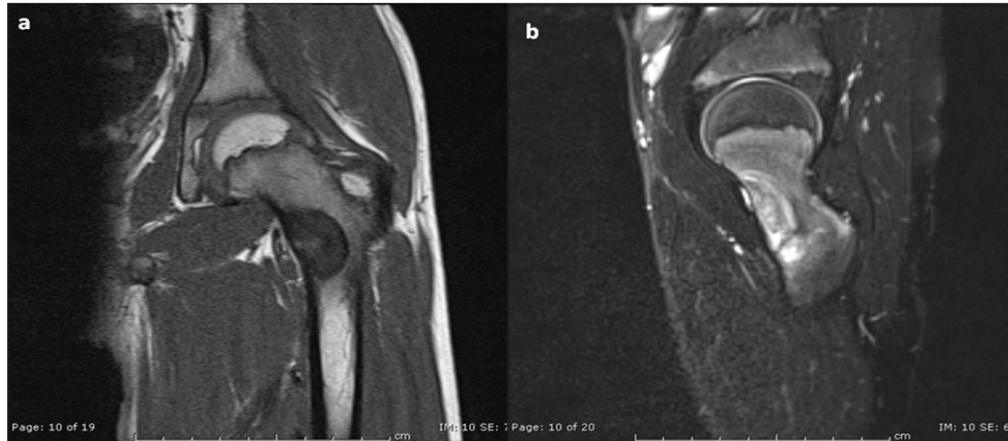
IRM de la hanche gauche en pondération T1 coronal et T2 FATSAT sagittal: Ostéoblastome. Lésion bien circonscrite du col chirurgical du fémur, de taille supérieure à 2cm, en hyposignal T1 hypersignal T2.
